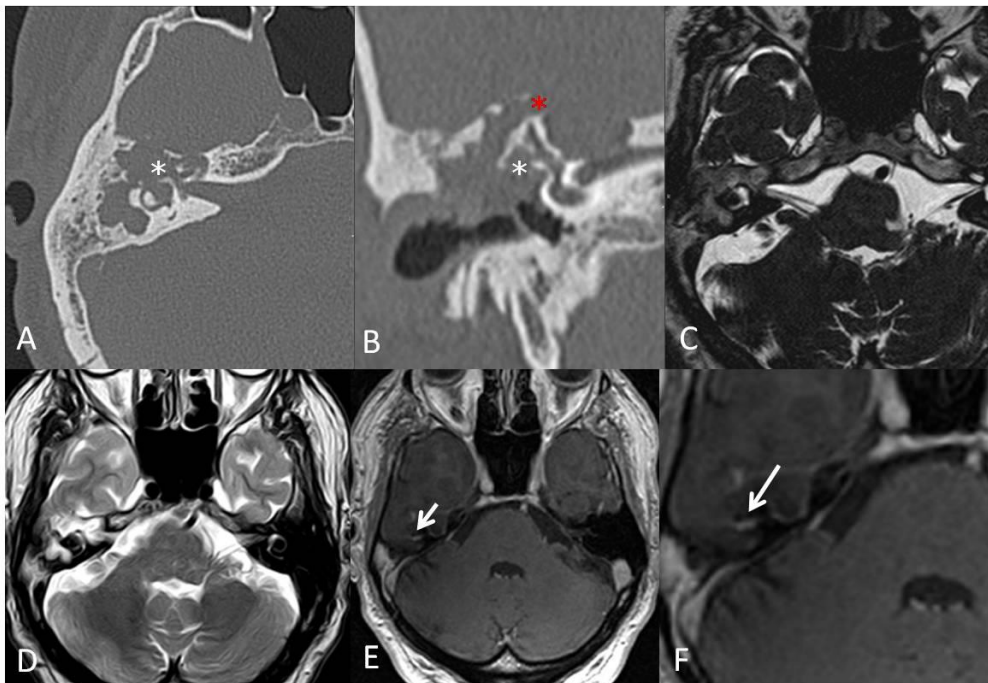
Colesteatoma derecho, con afectación del nervio facial. Ay BTC con reconstrucciones axial y coronal, colesteatoma adquirido de la pars flácida que produce erosión ósea del tegmen tímpani (*), de la pared ósea del canal semicircular lateral (*) y del aditus ad antrum. Afectación del primer segmento y porción horizontal del nervio facial. C, D, E y F: RM con extensa ocupación semejante a la TC, con hipercaptación de CIV del nervio facial (flecha).
